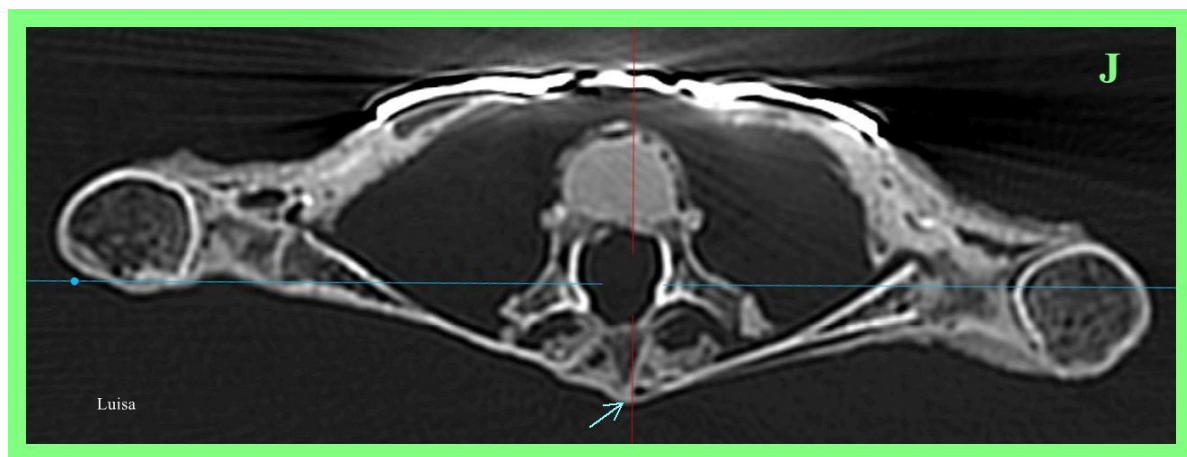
TC 2D axial de 'Luisa' que muestra escápulas bilaterales fusionadas con la apófisis espinosa de la columna torácica.
